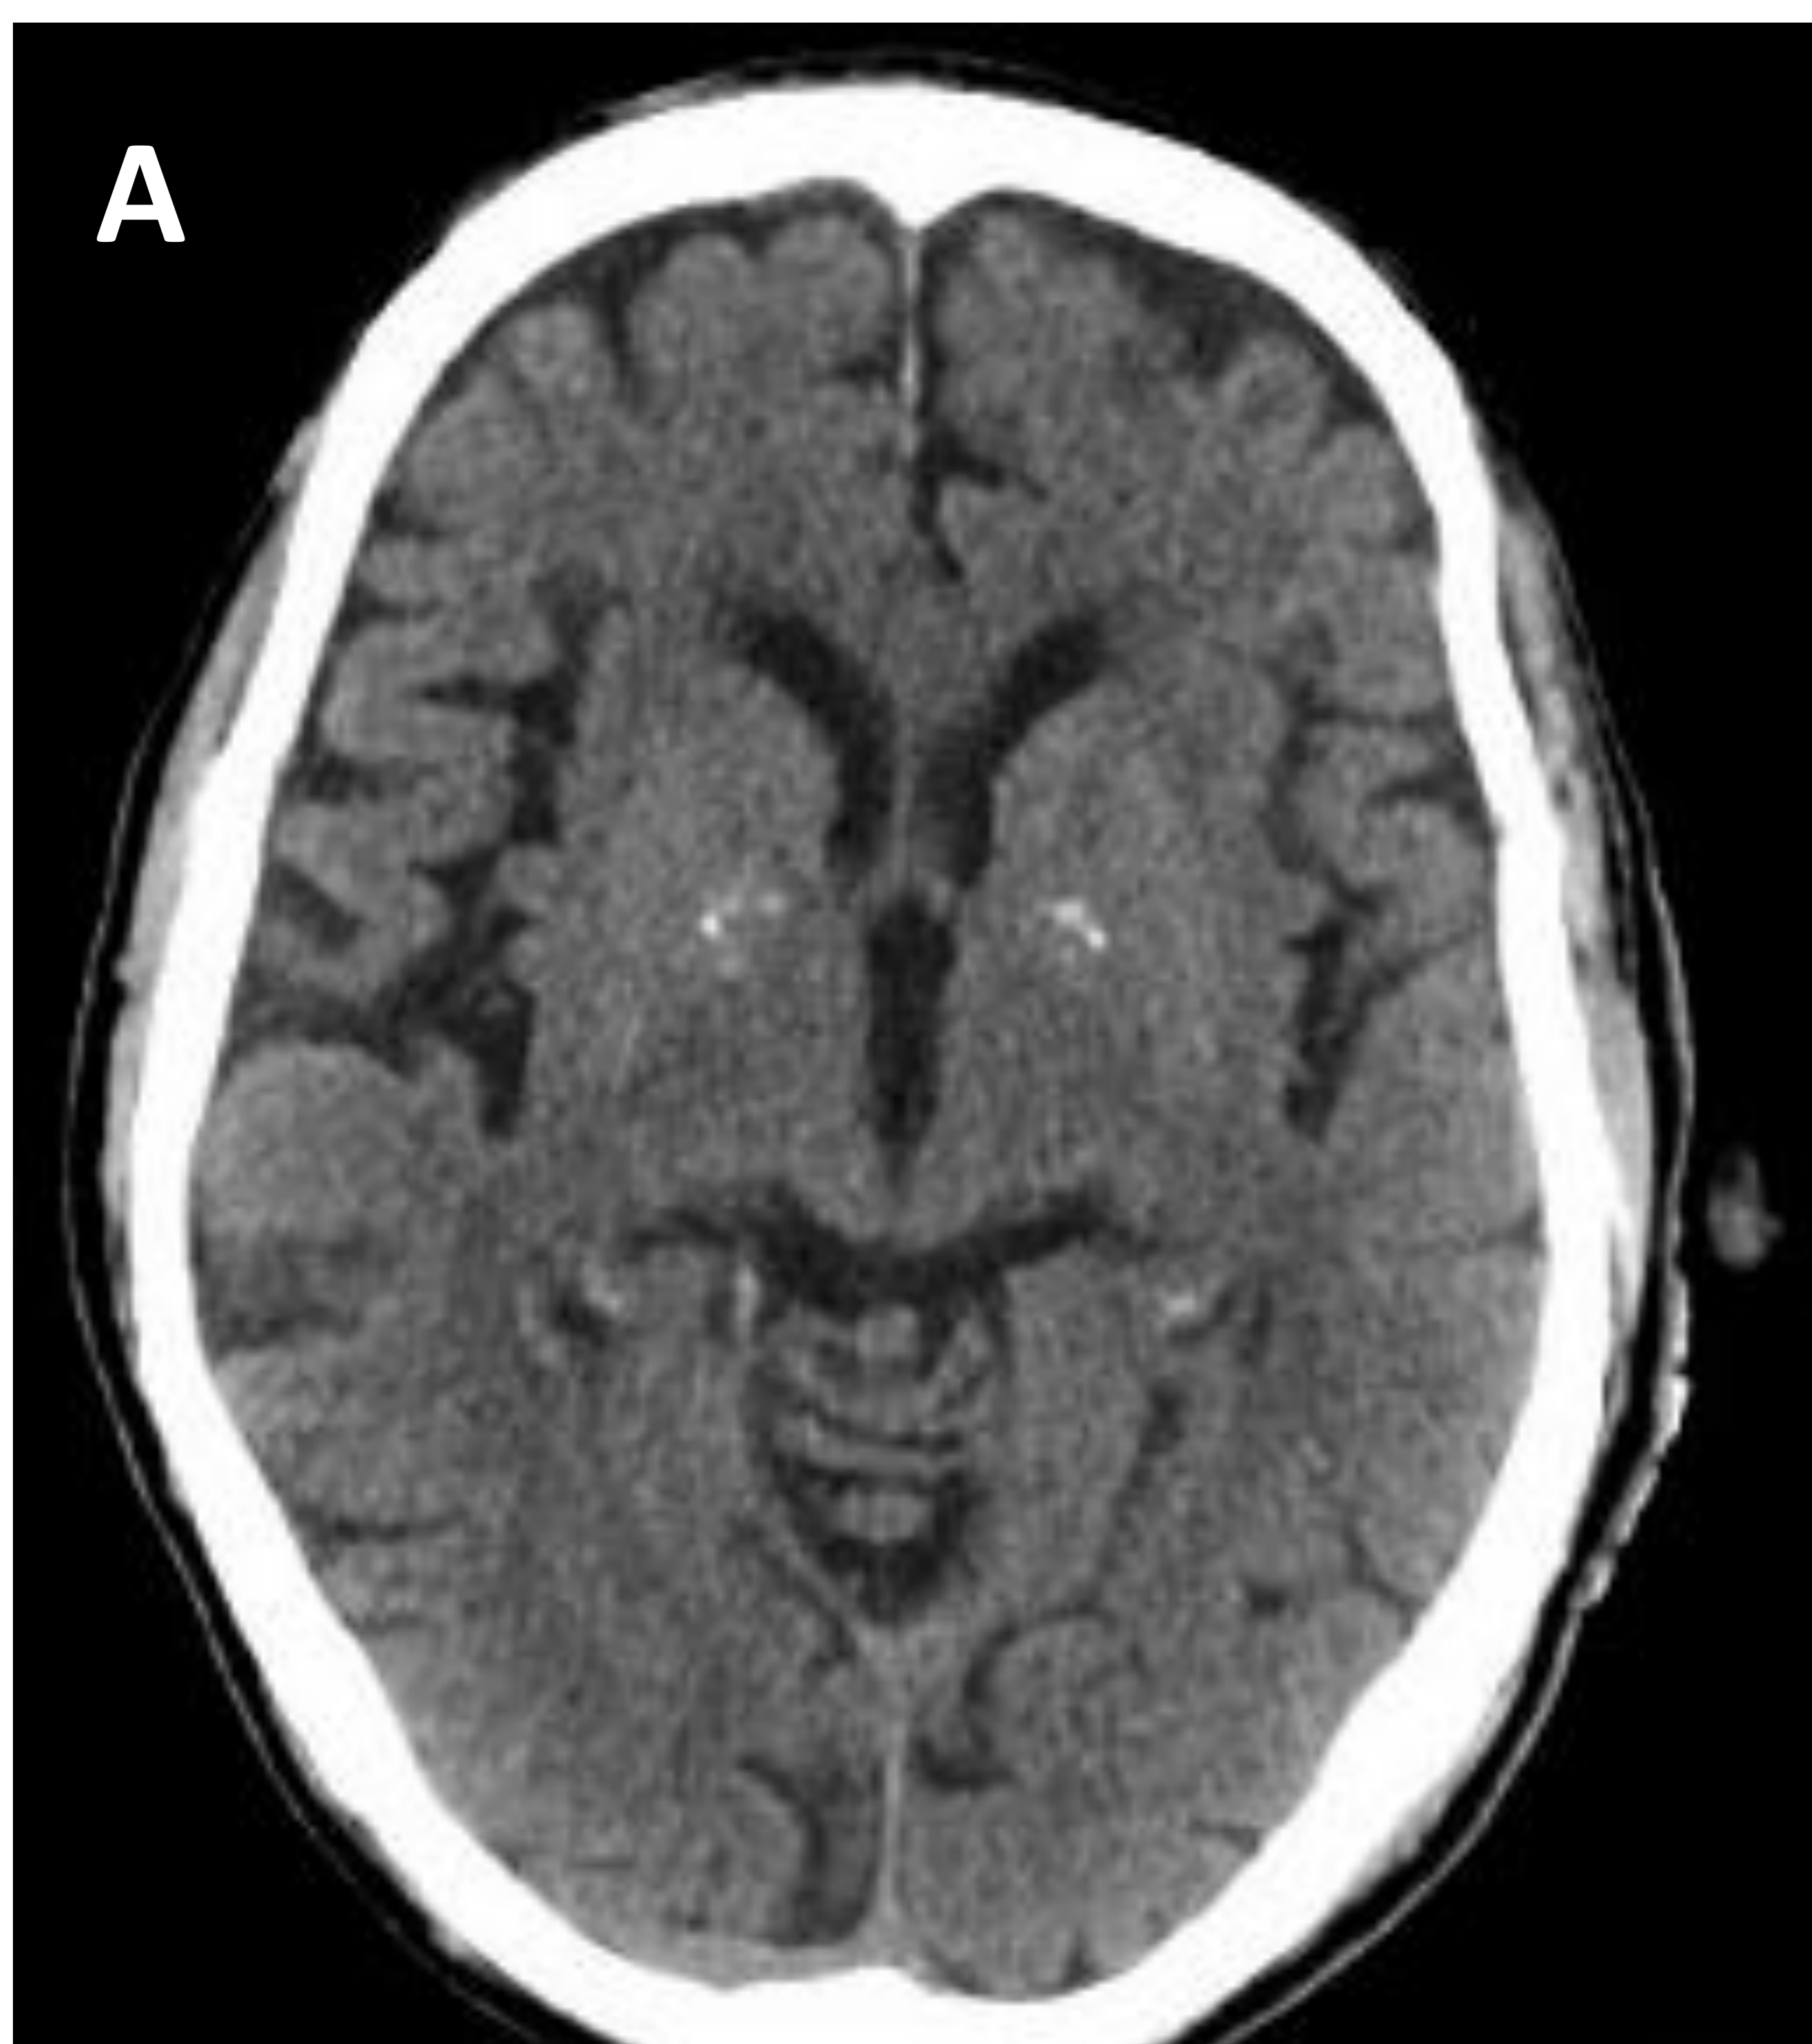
Paciente de 68 años sin antecedentes personales de interés. Acude a urgencias por TCE en región frontal. Se realiza TC craneal observando calcificaciones bilaterales y simétricas en ganglios de la base (A) y centros semiovais (B).
